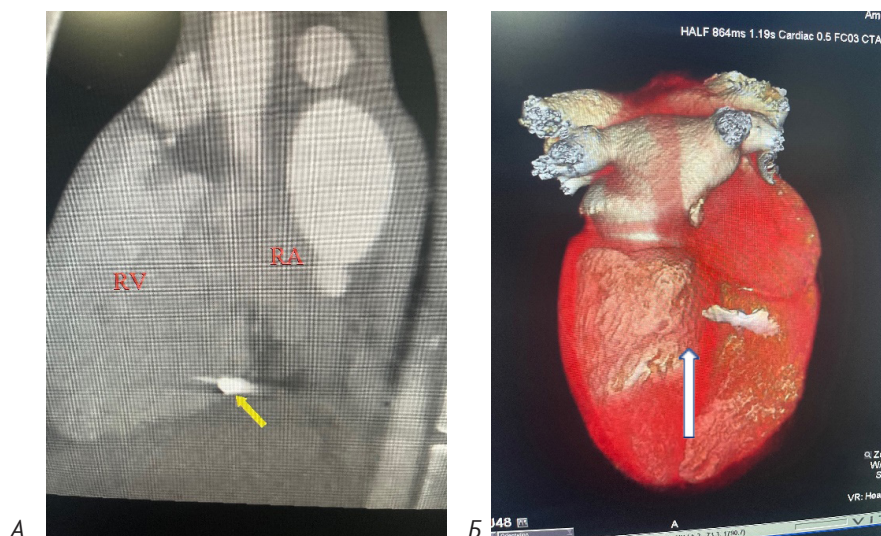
КТ з контрастуванням (А) демонструє наявність металевго уламка в порожнині правого шлуночка близько фіброзного кільця тристулкового клапана. 3D-реконструкція (Б) підтверджує локалізацію уламка на діафрагмальній стінці правого шлуночка поряд із тристулковим клапаном.
